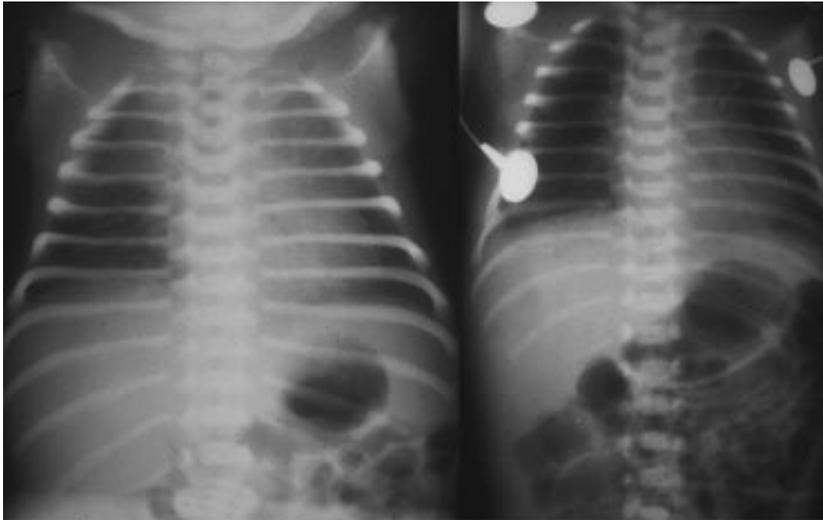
Figure a : Radiographie de thorax d'un enfant né à terme avec une détresse respiratoire transitoire.
